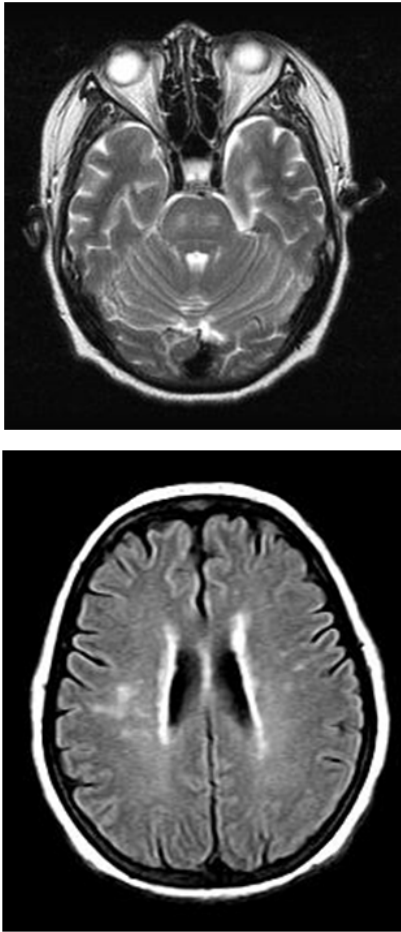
T2-weighted MRI and flair MRI show high signal intensity in central pons and periventricular white matter changes due to hypoxic brain damage.
